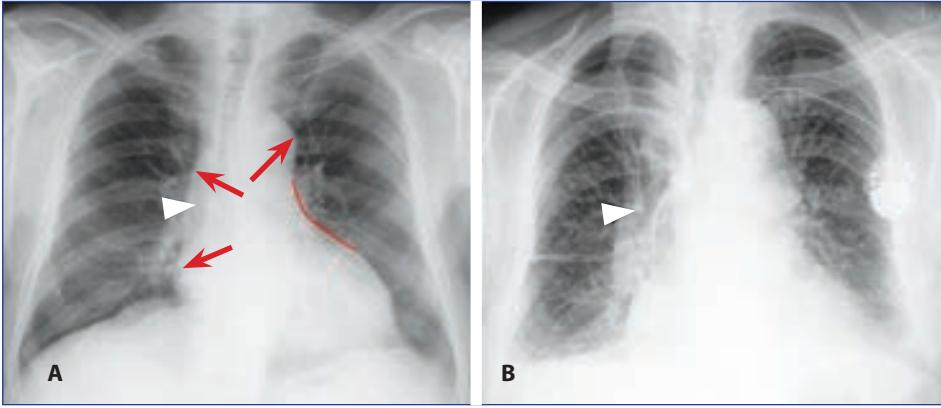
34: PA göğüs radyografisinde, aort yetersizliğinde SV kenarı ve apeksin lateral ve kaudale doğru (sola-aşağı) yer değiştirmesi SV dilatasyonunu gösterir. Asendan aorta ile aort topuzu (ok) dilatedir (oklar). A. Kalp sınırının üstünde konkavitesi görünürdür (kırmızı çizgi), SV'nin büyüdüğünü gösterir. B. Bir başka hastada ileri aort yetersizliğinde kardiyak dekompanseasyonun interstisyel fazı görülmekte; bilateral hiler bulanıklık, «peribronşiyal manşonlanma» (okbaşı) ve bilateral plevral efüzyon..
